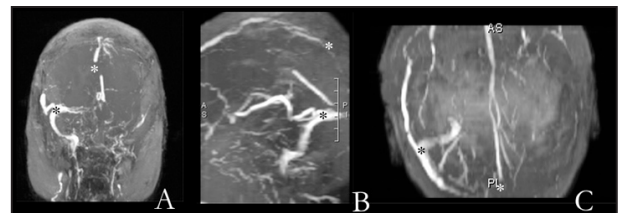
Vénographie IRM, projection frontale. A : projection sagittale. B : projection axiale. C : Thrombose du sinus sagittal supérieur et du sinus transverse gauche. On note une interruption nette de prise de contraste au niveau du sinus sagittal supérieur (astérisque blanche) témoignant d'une thrombose à ce niveau. Le sinus transverse gauche thrombosé est non visualisé, en comparaison du sinus transverse droit perméable qui est bien identifié (astérisque noire).
